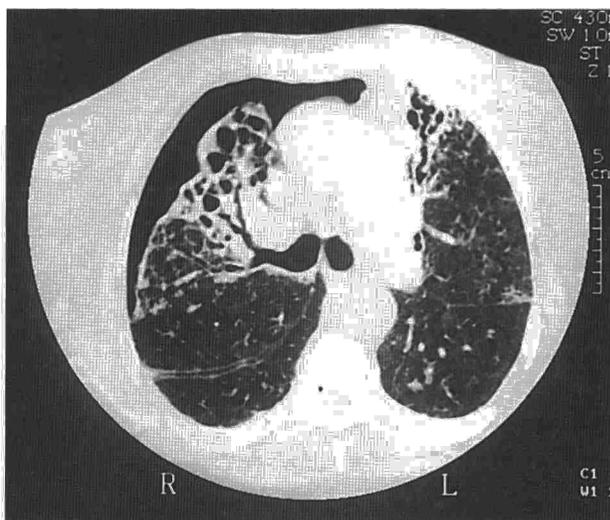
TAC torácica. Neumotórax parcial derecho en el contexto de bronquiectasias quísticas.
